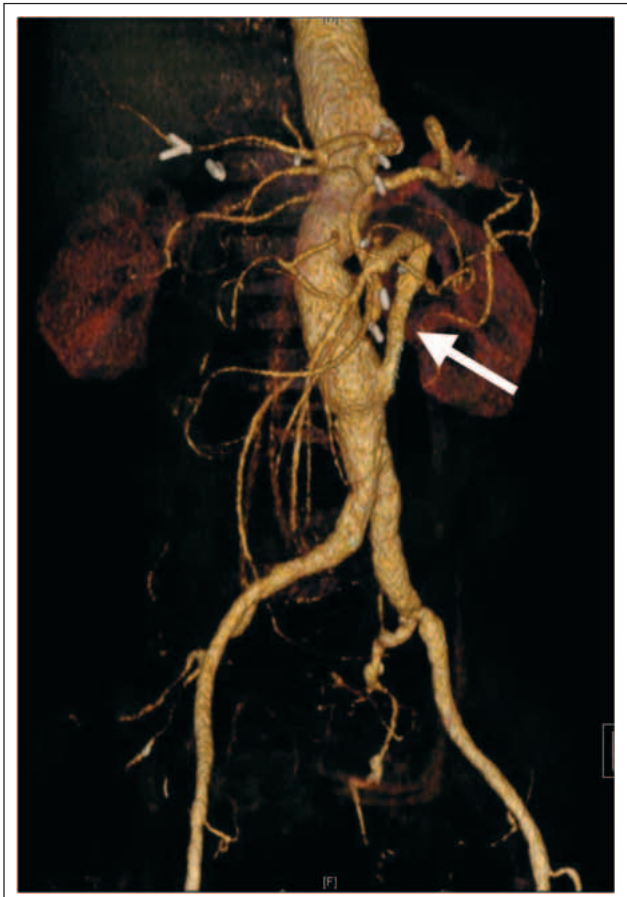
CT-Kontrolle 6 Monate postoperativ. Retrograde Füllung des Truncus coeliacus (Bypass: weißer Pfeil).
